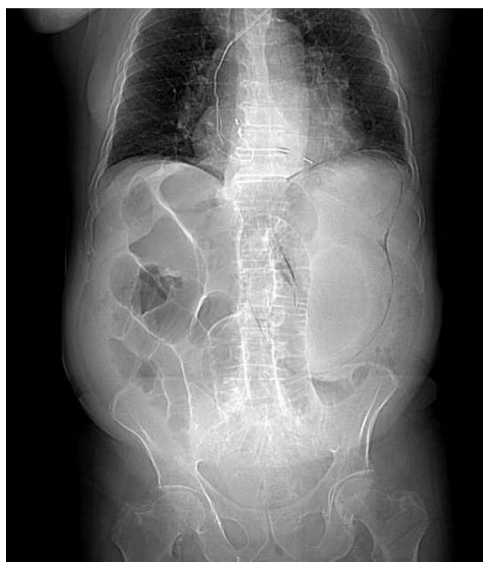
Luminograma de TC abdominal con contraste iv. Se observa gas intraparietal que dibuja la silueta del estómago dilatado, así como dilatación de asas intestinales.
